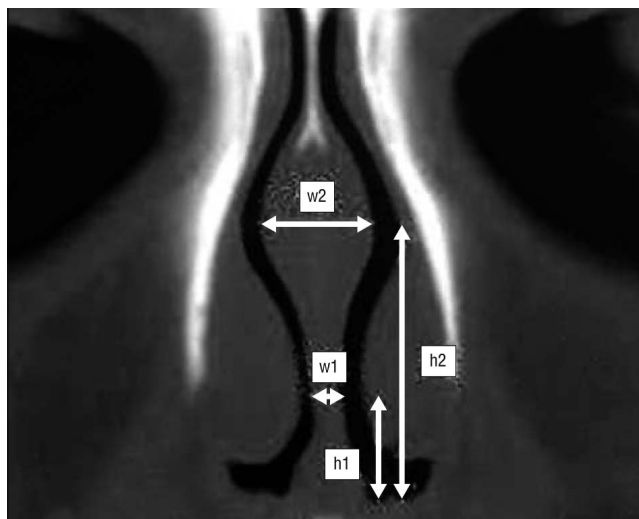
Компьютерная томограмма перегородки носа: h1 — высота нижних носовых раковин; h2 — высота максимальной толщины перегородки; w1 — толщина перегородки у нижних носовых раковин; w2 — максимальная толщина перегородки носа.
